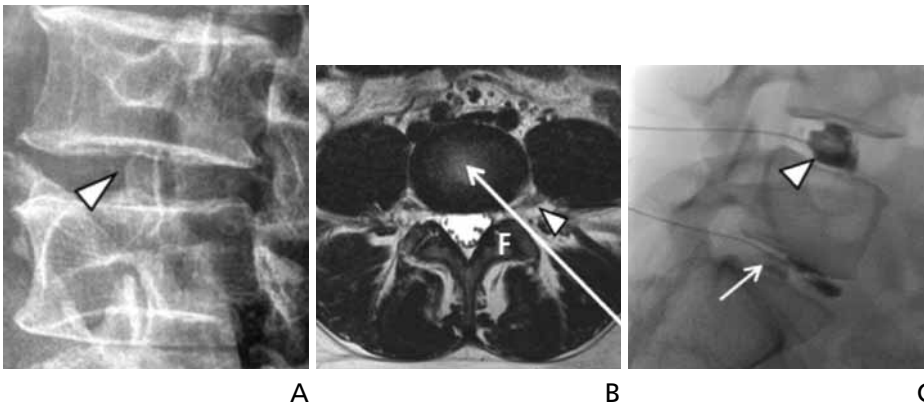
Lumbar discography. Oblique radiograph (A) shows target site for oblique posterolateral approach, just anterior to facet joint (arrowhead). Axial T2-weighted magnetic resonance image (B) at level of lumbar disc shows oblique posterolateral approach (long arrow). Arrowhead indicates exiting spinal nerve. (C) Lateral fluoroscopic image. Injection of the L5-S1 disc (arrow) with 0.5 mL of contrast material reproduced the patient's concordant pain. Note the L4-5 discogram (arrowhead) showing cotton ball appearance without any pain provocation. F, facet joint.
